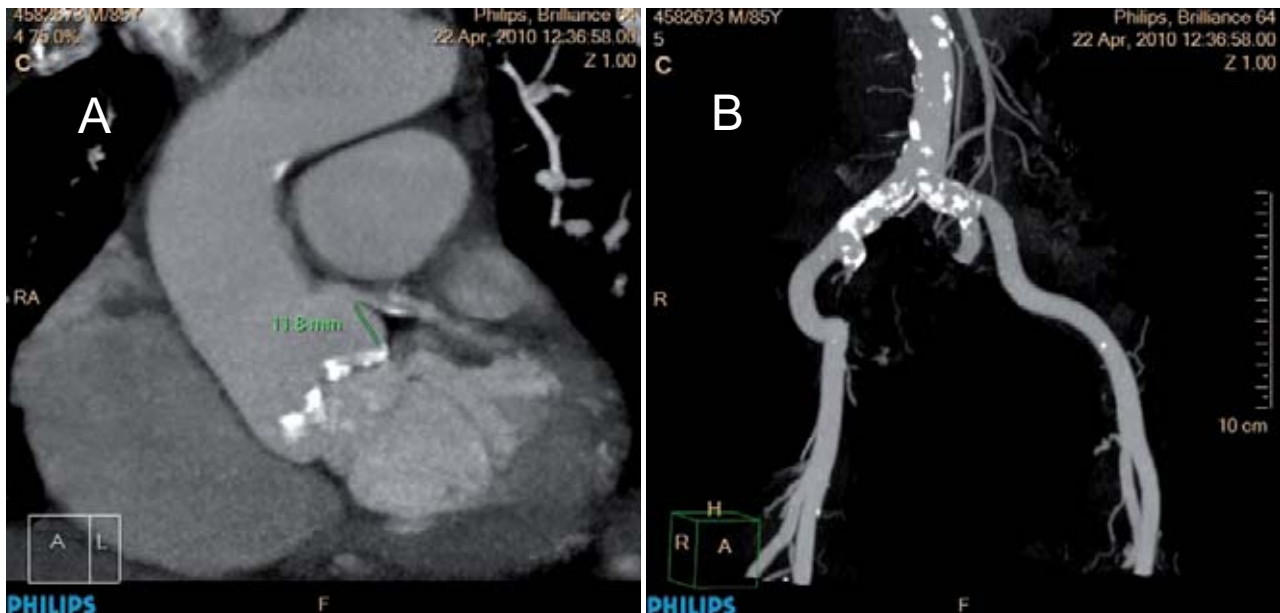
Angio-TAC de aorta. A: Corte de aorta torácica ascendente, donde se visualiza bien el plano valvular calcificado y el nacimiento de la coronaria izquierda. Medida de la distancia del anillo aórtico al tronco común izquierdo. B: Corte de bifurcación de aorta y eje ilio-femoral, para medir diámetros, ver tortuosidad y calcificación a ese nivel.
